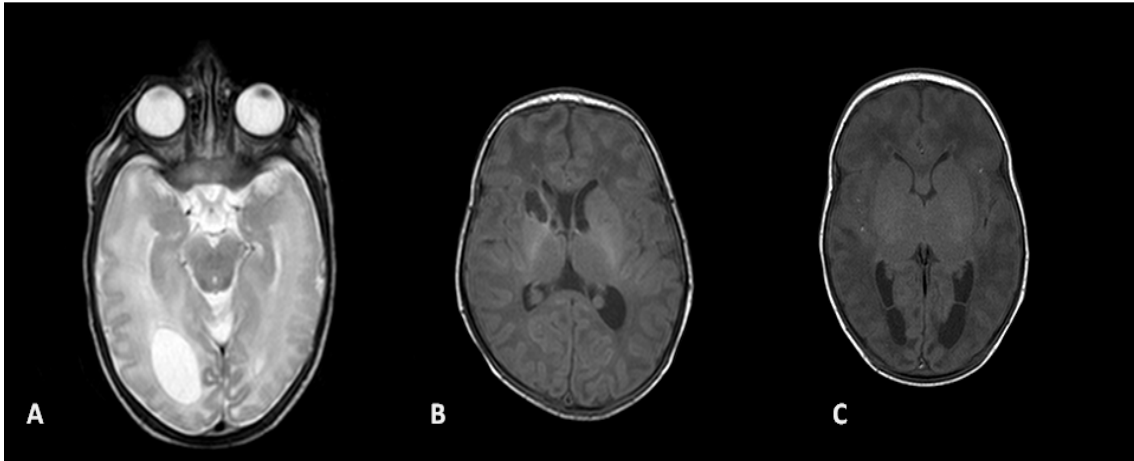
Resonancia magnética craneal neonatal de tres pacientes con CMVc. Se describen a continuación los hallazgos que presentaron en la RMN. Paciente A. Quiste adyacente al atrio ventricular derecho, alteraciones de la sustancia blanca y de la migración neuronal. Paciente B. Lesiones quísticas en la proximidad a astas temporales y entre los núcleos caudado y putamen y afectación de sustancia blanca. Paciente C: Adhesiones ventriculares y alteración de la sustancia blanca.
